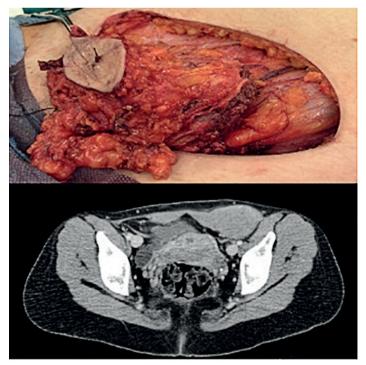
Caso clínico 2, femenina de 32 años, en la parte superior se muestra la masa resecada, en la parte inferior se observa la resonancia. Fuente: Hospital Miguel Servet, Servicio de cirugía general.
